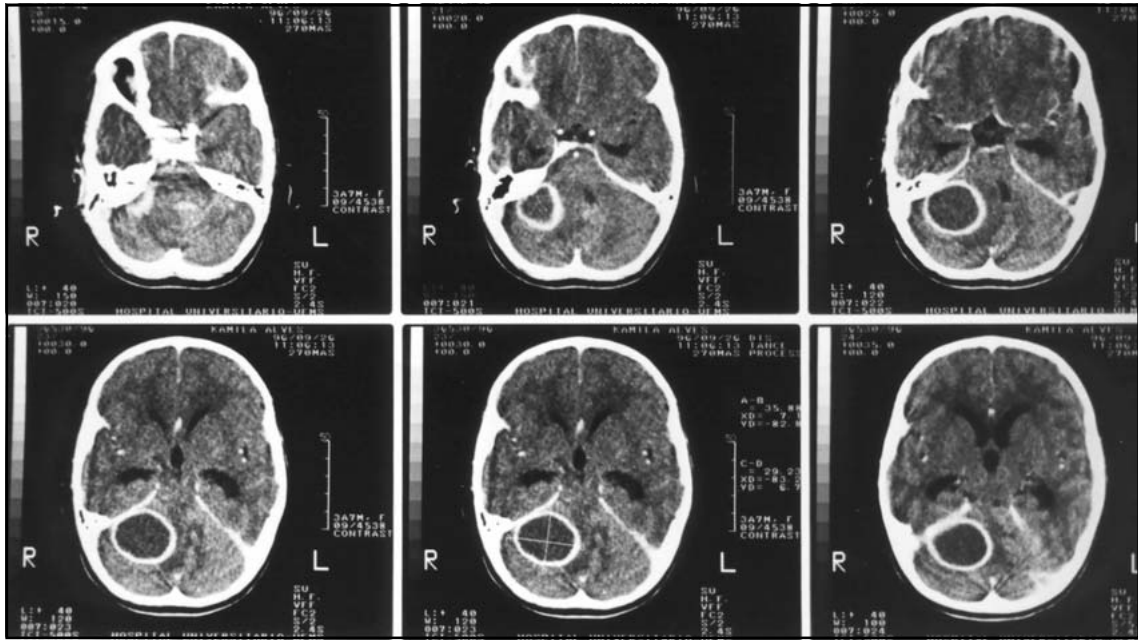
TC de admissão (26/09/96): abscesso cerebelar à direita, secundário a mastoidite crônica.
